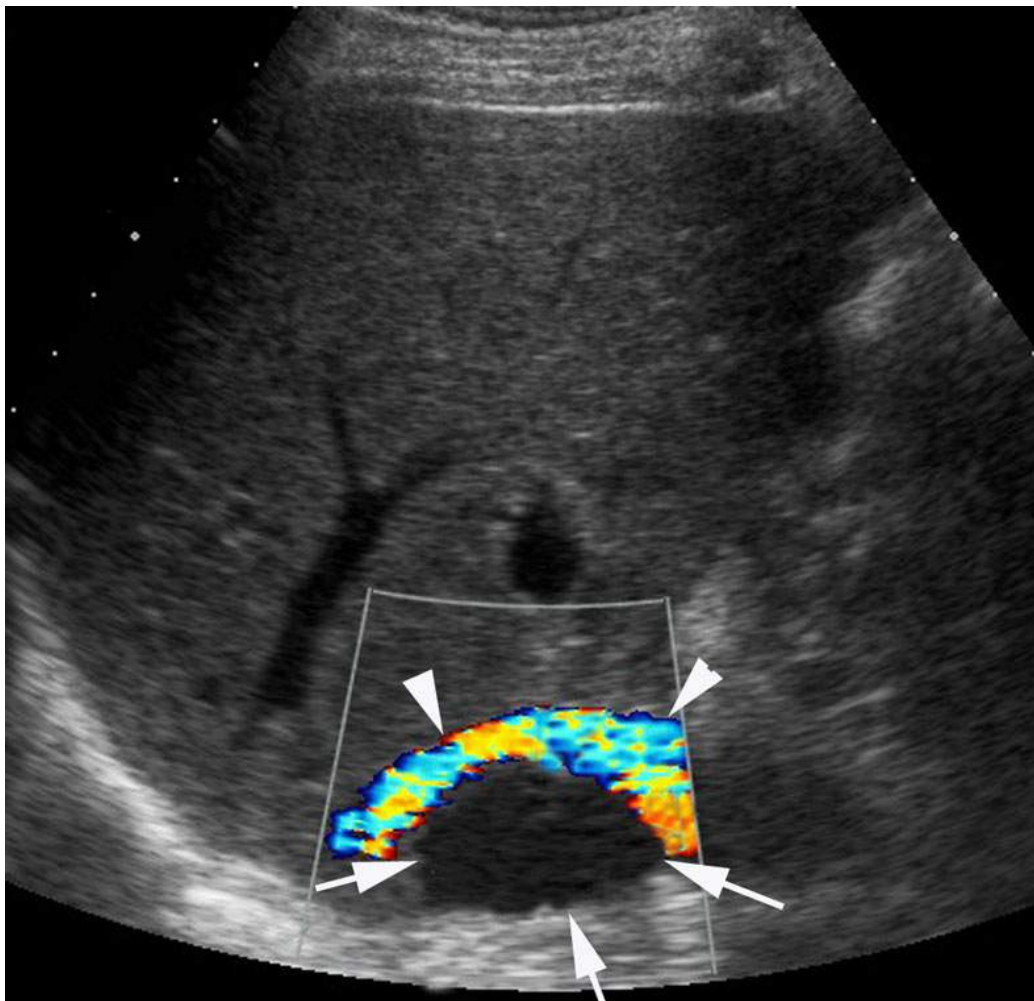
Contrôle échographique à J2 post-TH. Mise en évidence d'un hématome hypoéchogène récent (flèches) développé en arrière de la veine cave inférieure (têtes de flèche). L'hématome comprime et refoule en avant la veine cave inférieure. Il a nécessité une reprise chirurgicale pour évacuation de l'hématome.
